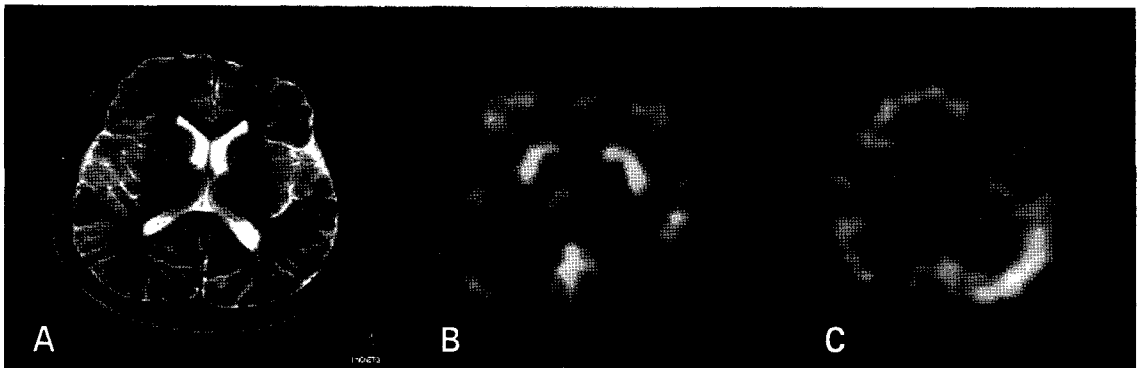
Patient 1. 25-year-old man had visual aura. Left occipital lobectomy was done and there was no seizure during 20-month follow-up period. A) Suspicious high signal intensity lesion is seen at left medial occipital lobe on T2 weighted MR image which is correlated with PET and SPECT. B) F-18-FDG PET scan shows prominent hypometabolism located in left occipital lobe (Correct Localization). C) Tc-99m-HMPAO ictal SPECT shows matched hyperperfusion in the same area of hypometabolism of PET (Correct Localization).
